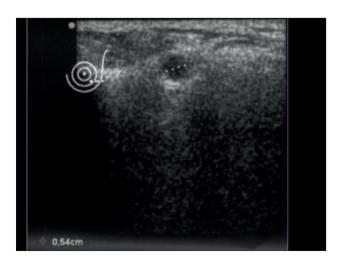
Ecografía. Siliconomas nódulo y "tormenta de nieve". (Gentileza Dr. Román Rostagno).
